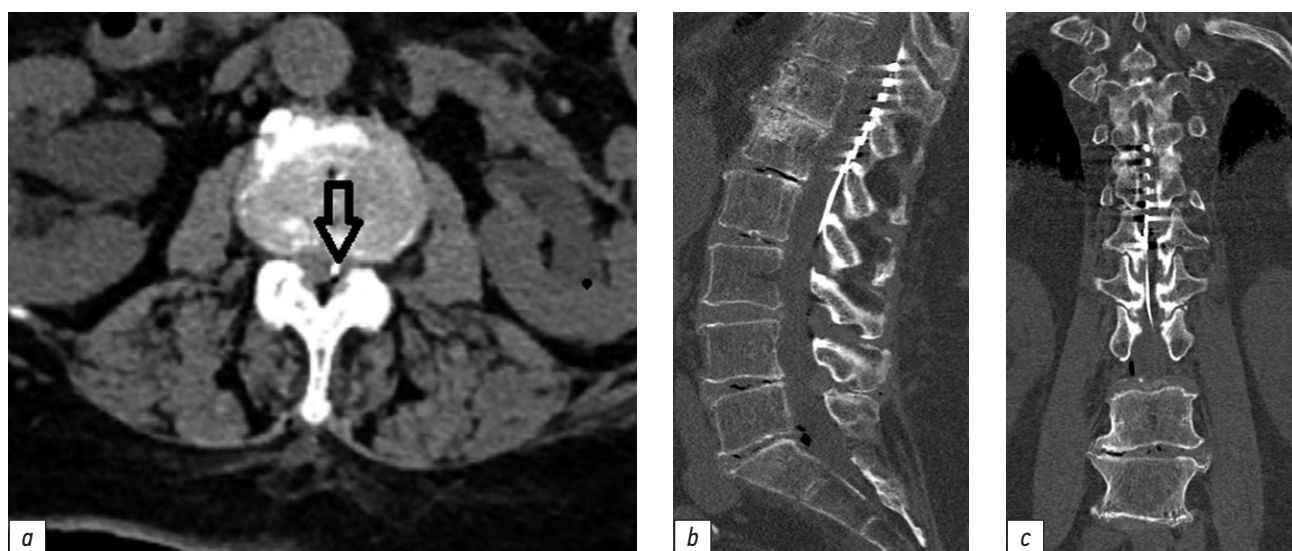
Компьютерная томограмма пояснично-крестцового отдела позвоночника после установки спинальных электродов на уровне Th12–L1 позвонков: *a* — электрод в заднем эпидуральном пространстве между остистыми отростками L2 и L3 позвонков (стрелка); *b* — электрод в заднем эпидуральном пространстве на уровне Th12–L1 позвонков; *c* — расположение электрода в заднем эпидуральном пространстве.
